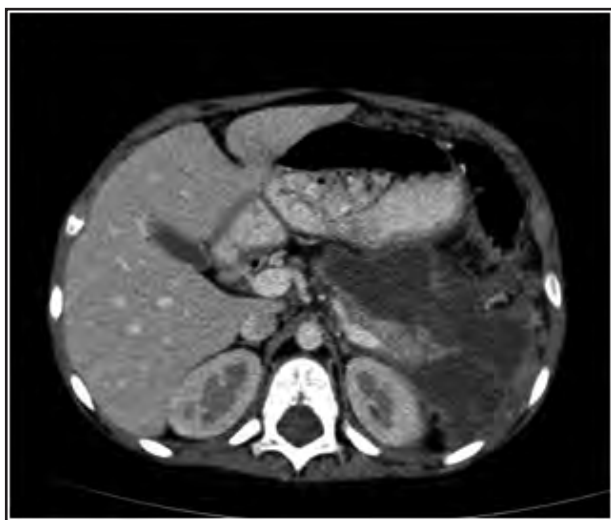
TAC de abdomen donde se observa tejido escaso pancreático normal y un gran pseudoquiste.
